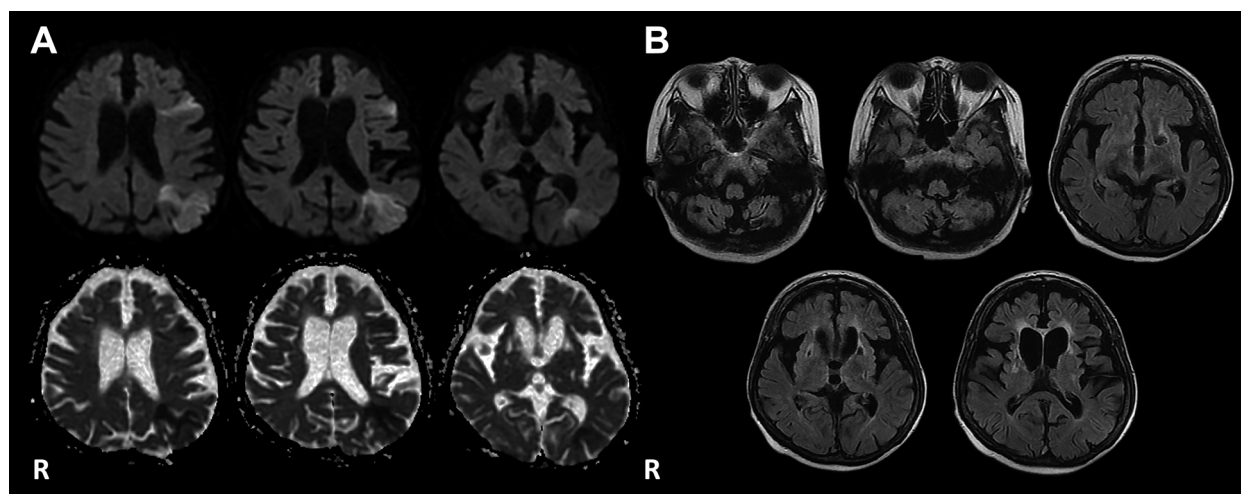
Cranial MRI on admission.
